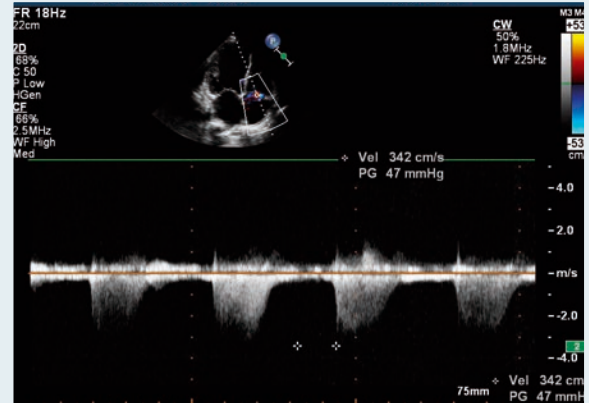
Эхокардиограмма пациента Щ. (февраль 2012 г.). Определение систолического градиента регургитации на трикуспидальном клапане (систолического давления в правом желудочке) с четырехкамерной позиции
